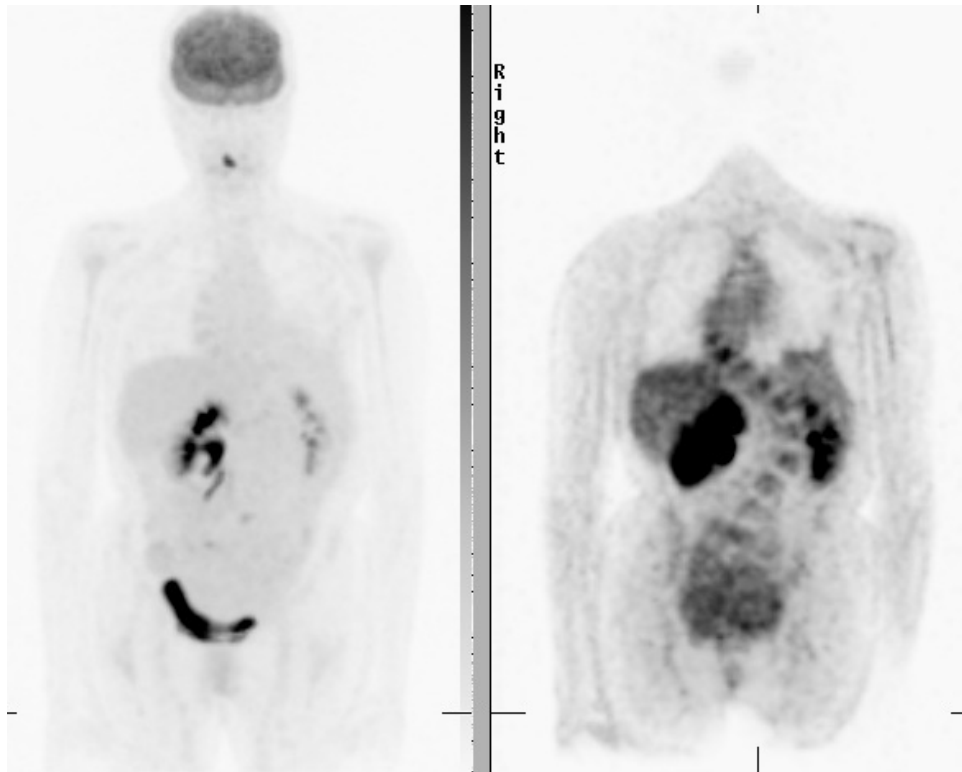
FDG-Speicherung in beiden Nieren (re > li) bedingt durch Harnabflussstörung
